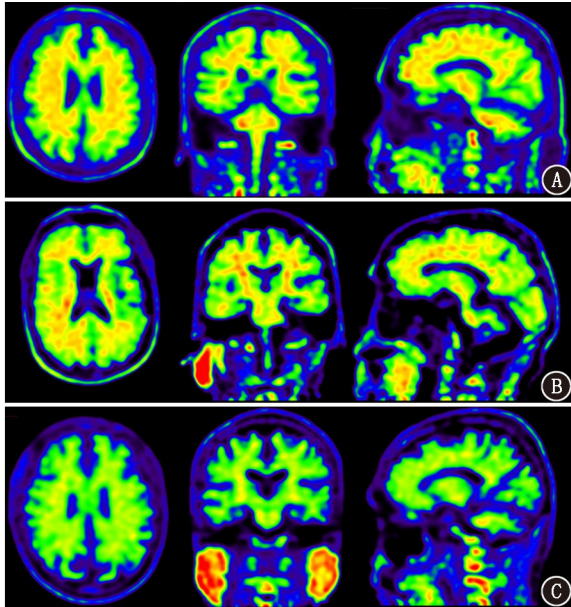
阿尔茨海默病(AD)患者、遗忘型轻度认知障碍(aMCI)患者和认知正常者(NC)  $^{18}\text{F}$ -AV45 PET 图像(各图由左至右分别水平位、冠状位、矢状位)。A. 临床诊断 AD 患者(男, 73 岁, 小学文化水平), 图示广泛皮质区的  $^{18}\text{F}$ -AV45 摄取增高; B. 临床诊断 aMCI 患者(女, 65 岁, 小学文化水平), 图示广泛皮质区的  $^{18}\text{F}$ -AV45 摄取增高; C. 认知正常受试者(女, 63 岁, 大学文化水平), 图示皮质区未见明显  $^{18}\text{F}$ -AV45 摄取
